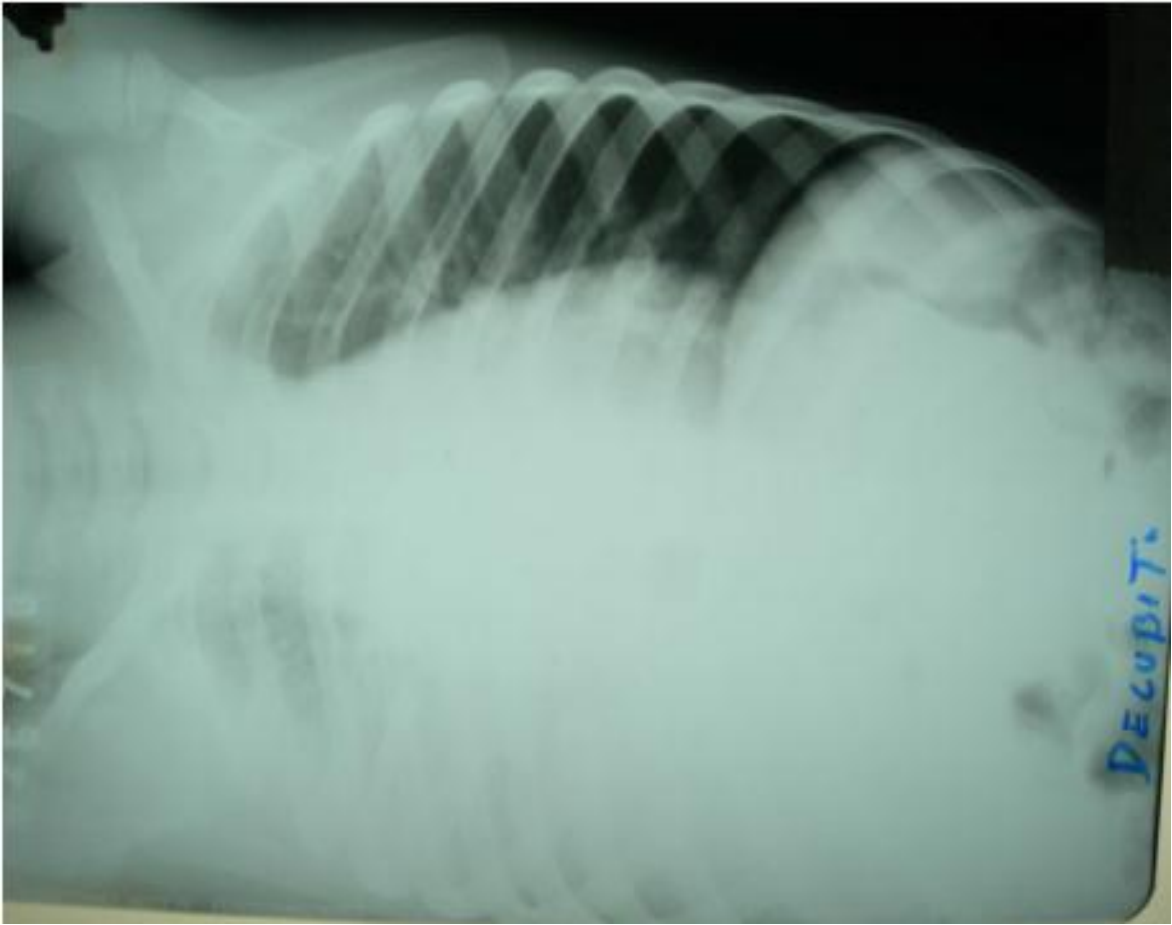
Radiografia de tórax do caso 276
